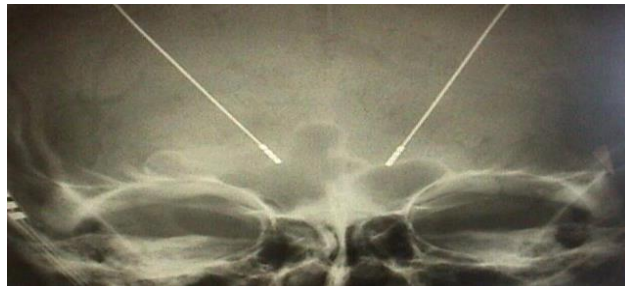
14. Radiographie du crâne de face avec électrodes définitives en place (Luc Defebvre et Moreau 2017)
